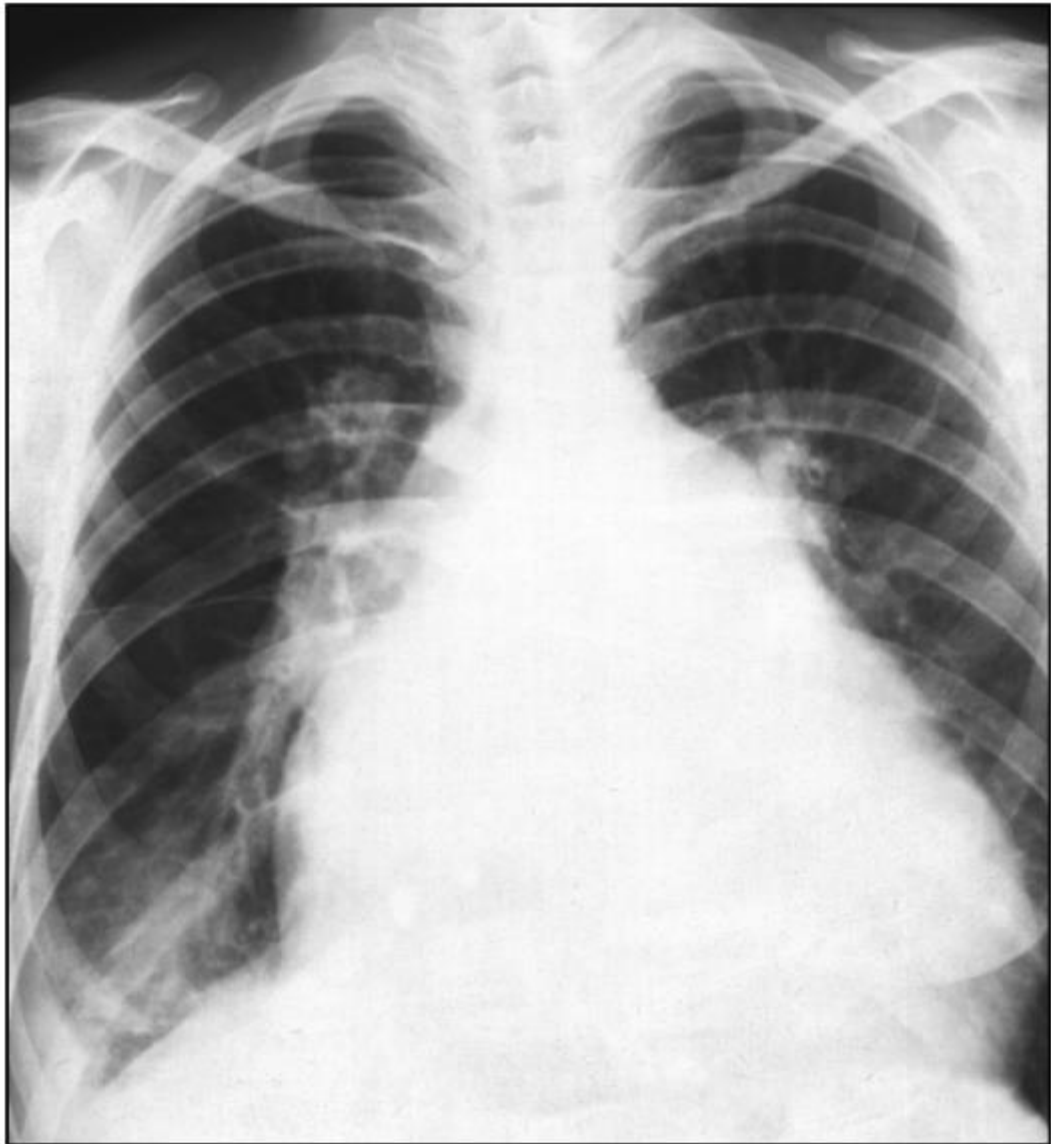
Рентгенограма у прямій проекції. Трапецієподібна конфігурація серця
